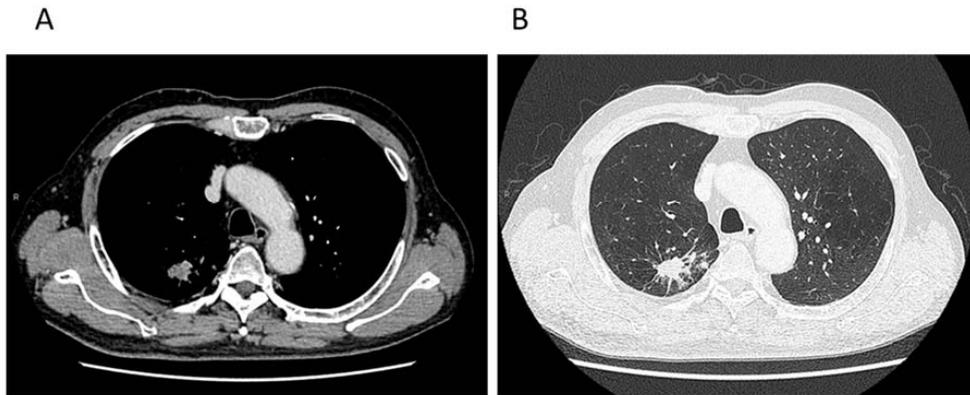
A-B 化学療法6コース目終了後の胸部CT
